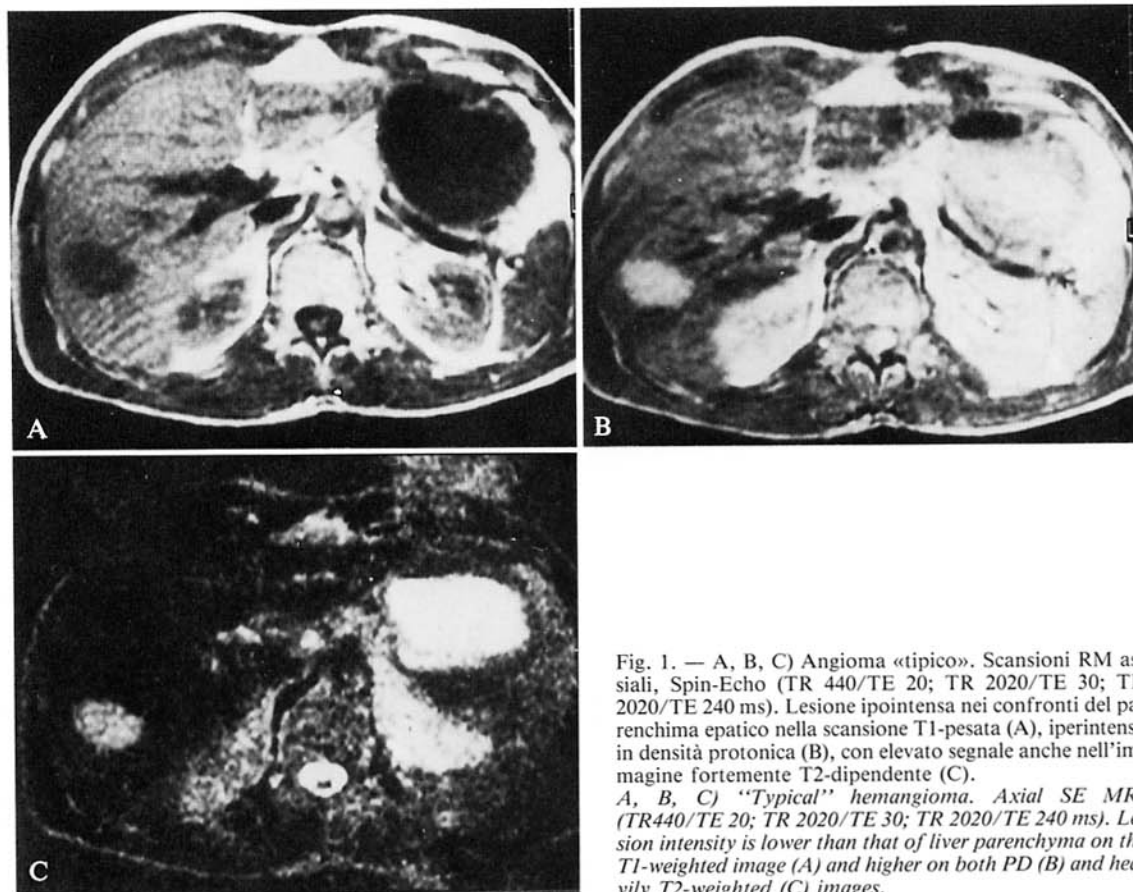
A, B, C) Angioma «tipico». Scansioni RM assiali, Spin-Echo (TR 440/TE 20; TR 2020/TE 30; TR 2020/TE 240 ms). Lesione ipointensa nei confronti del parenchima epatico nella scansione T1-pesata (A), iperintensa in densità protonica (B), con elevato segnale anche nell'immagine fortemente T2-dipendente (C).
